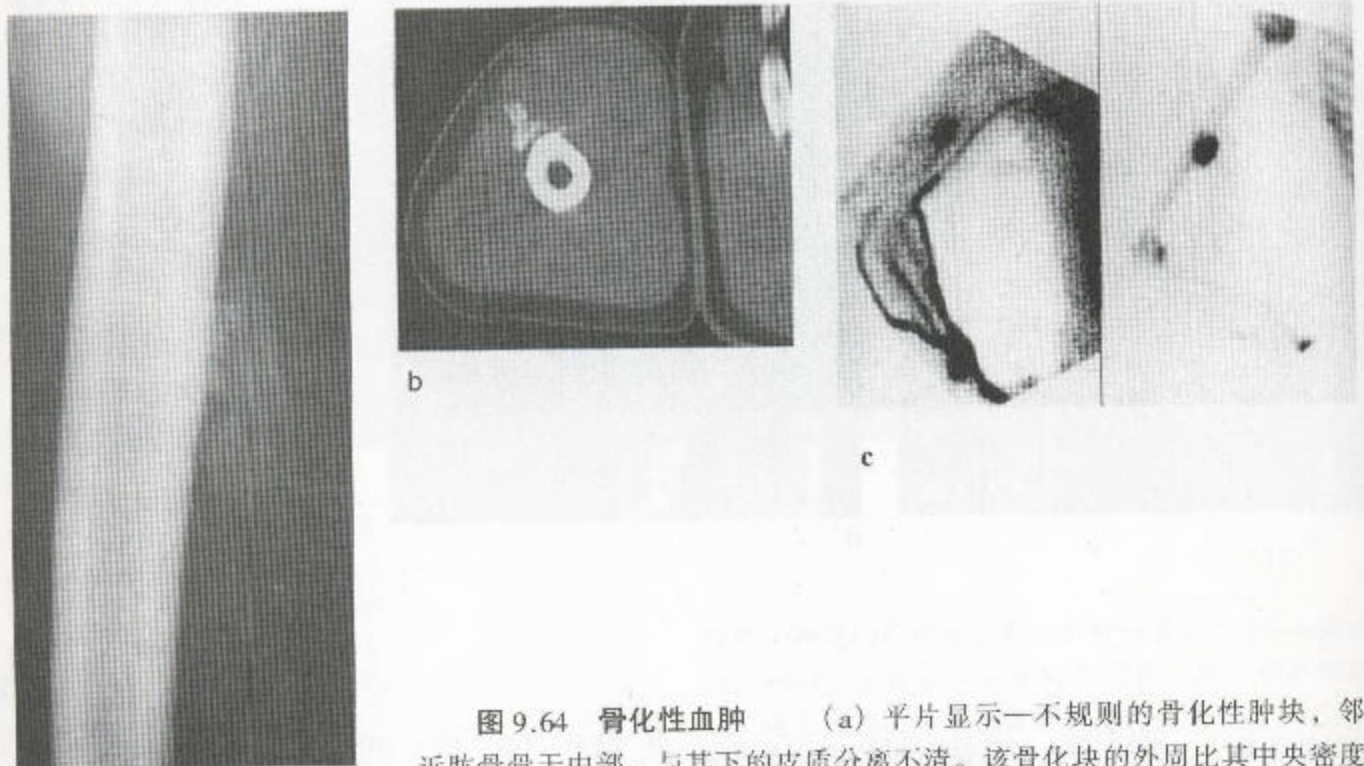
骨化性血肿 (a) 平片显示一不规则的骨化性肿块, 邻近肱骨骨干中部, 与其下的皮质分离不清。该骨化块的外周比其中央密度稍高。(b) CT 扫描证实了平片中所见, 并显示在该病变和与其下的骨之间有一裂隙层。(c) 放射性同位素骨扫描显示局部摄取增加; (左) 血管期, (右) 延迟性扫描。
